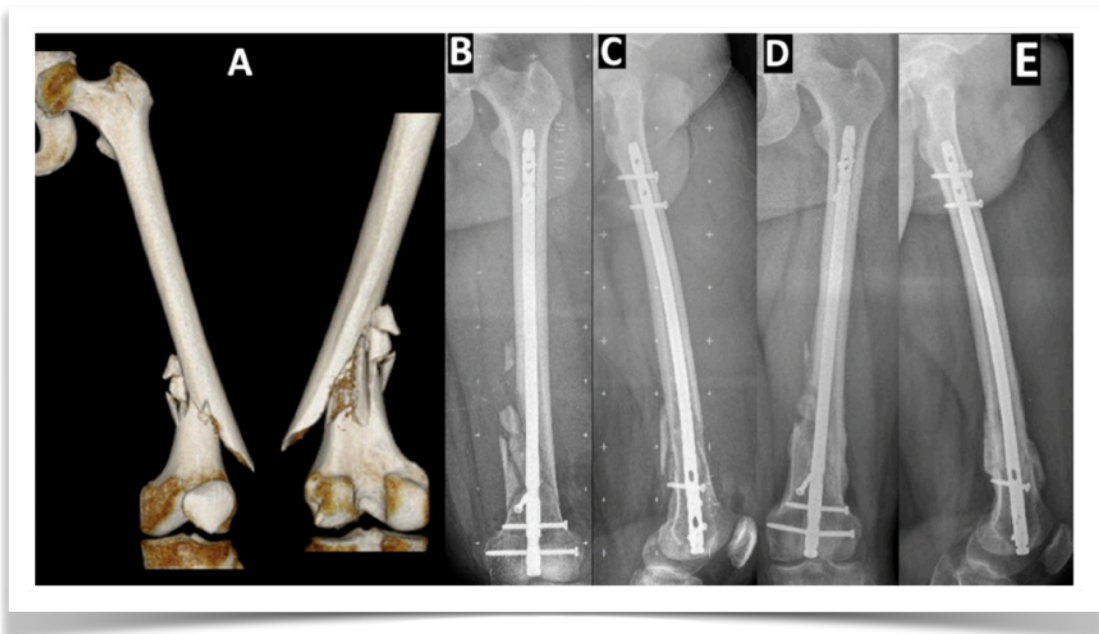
Hombre de 32 años que sufre accidente de tránsito en motocicleta. Imagen de reconstrucción 3D, donde se aprecia conminución significativa metafisiaria medial y posterior (A). Radiografía de control post operatoria de enclavijado endomedular retrógrado, dos bloqueos proximales y distales, asociado a tornillo de sustitución cortical para control de deformidad en varo (B y C). Radiografía a los 7 meses post operatoria mostrando consolidación (D y E).
